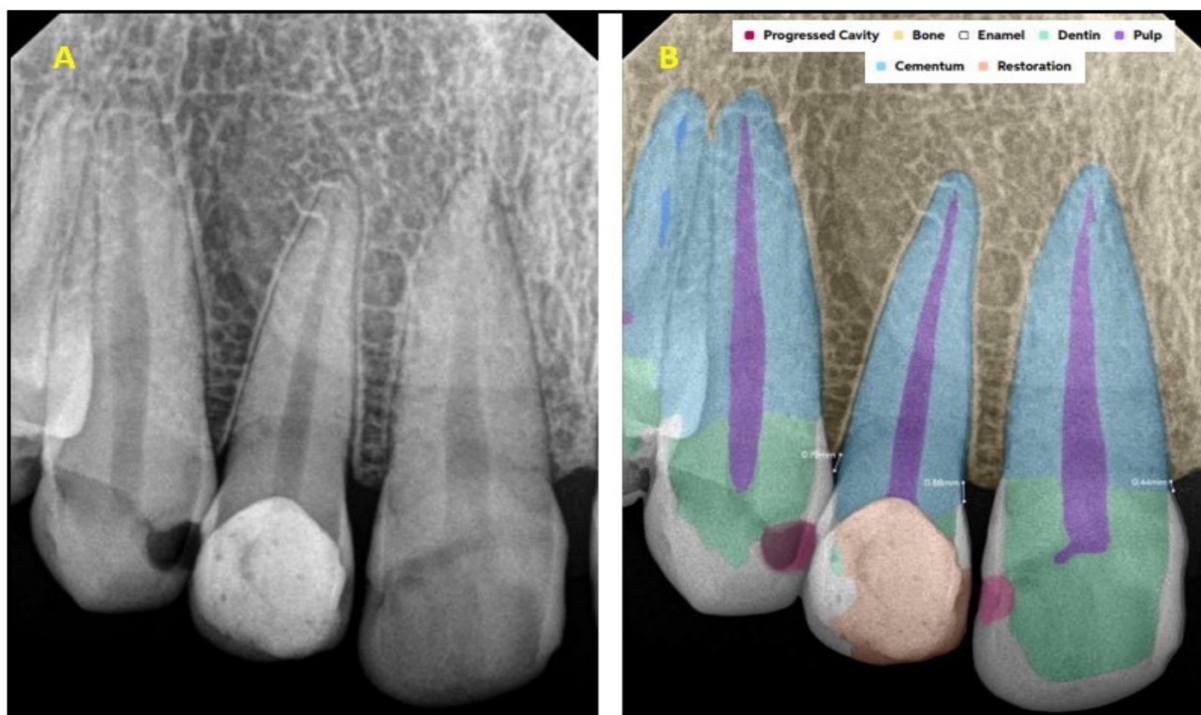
(A) Image radiographique périapicale intra-orale des dents antérieures maxillaires ; (B) analyse réalisée par un logiciel d'intelligence artificielle représentant les conditions diagnostiquées (caries dentaires, restauration, perte osseuse)(70)
